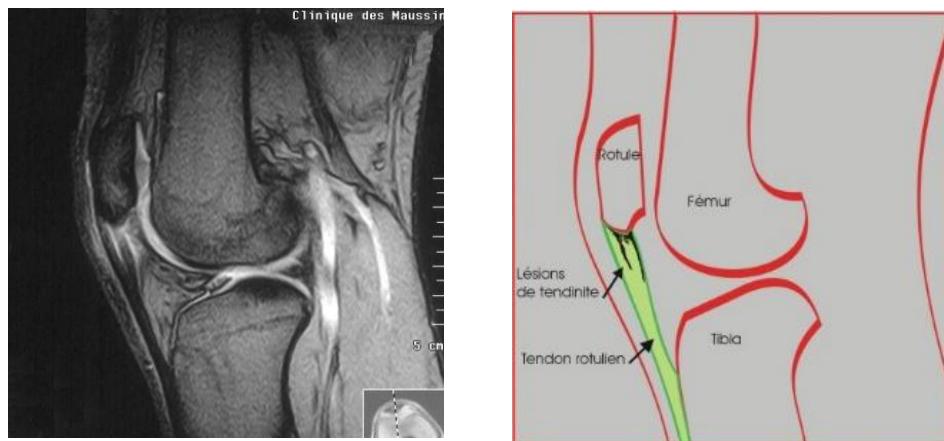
Imagerie IRM du tendon rotulien
